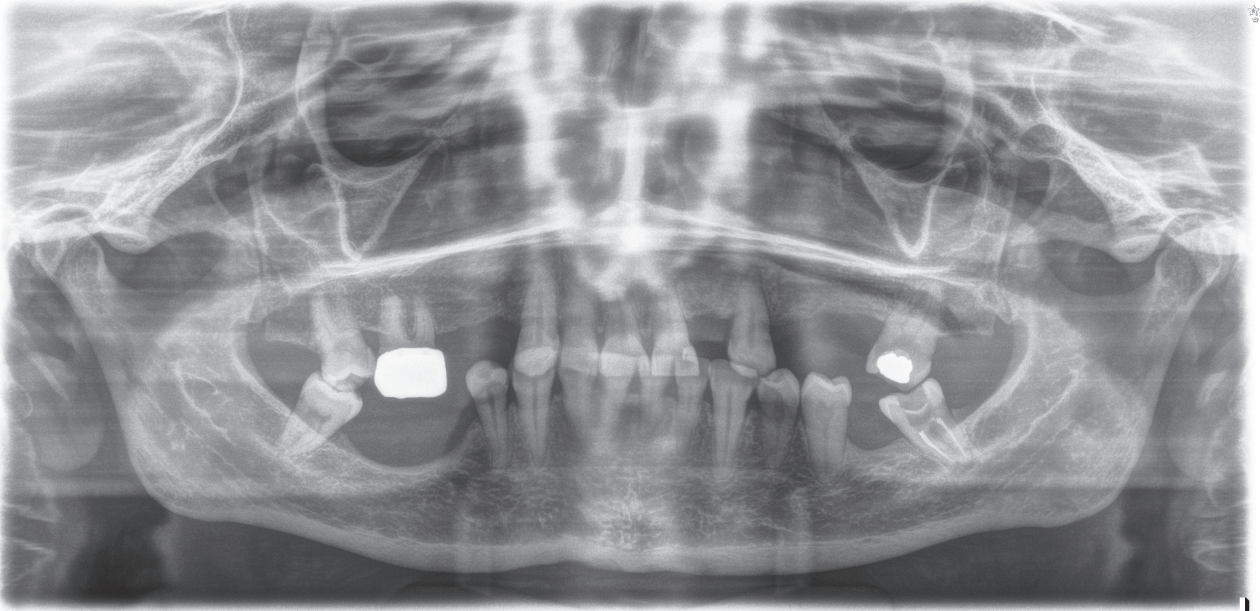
Imagen inicial del paciente donde podemos observar la reabsorción vertical en la radiografía panorámica en ambos sectores posteriores mandibulares antes de la inserción de los implantes.
